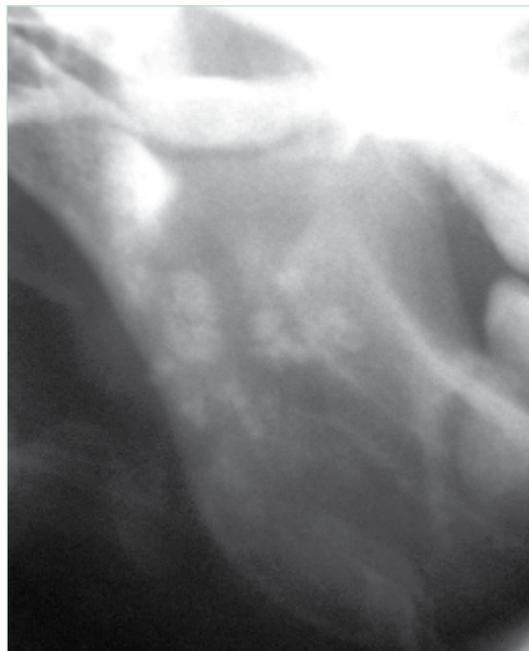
B Na radiografia lateral oblíqua de ramo e ângulo mandibular direito, essas radiopacidades são projetadas mais superiormente, sugerindo localização medial.
